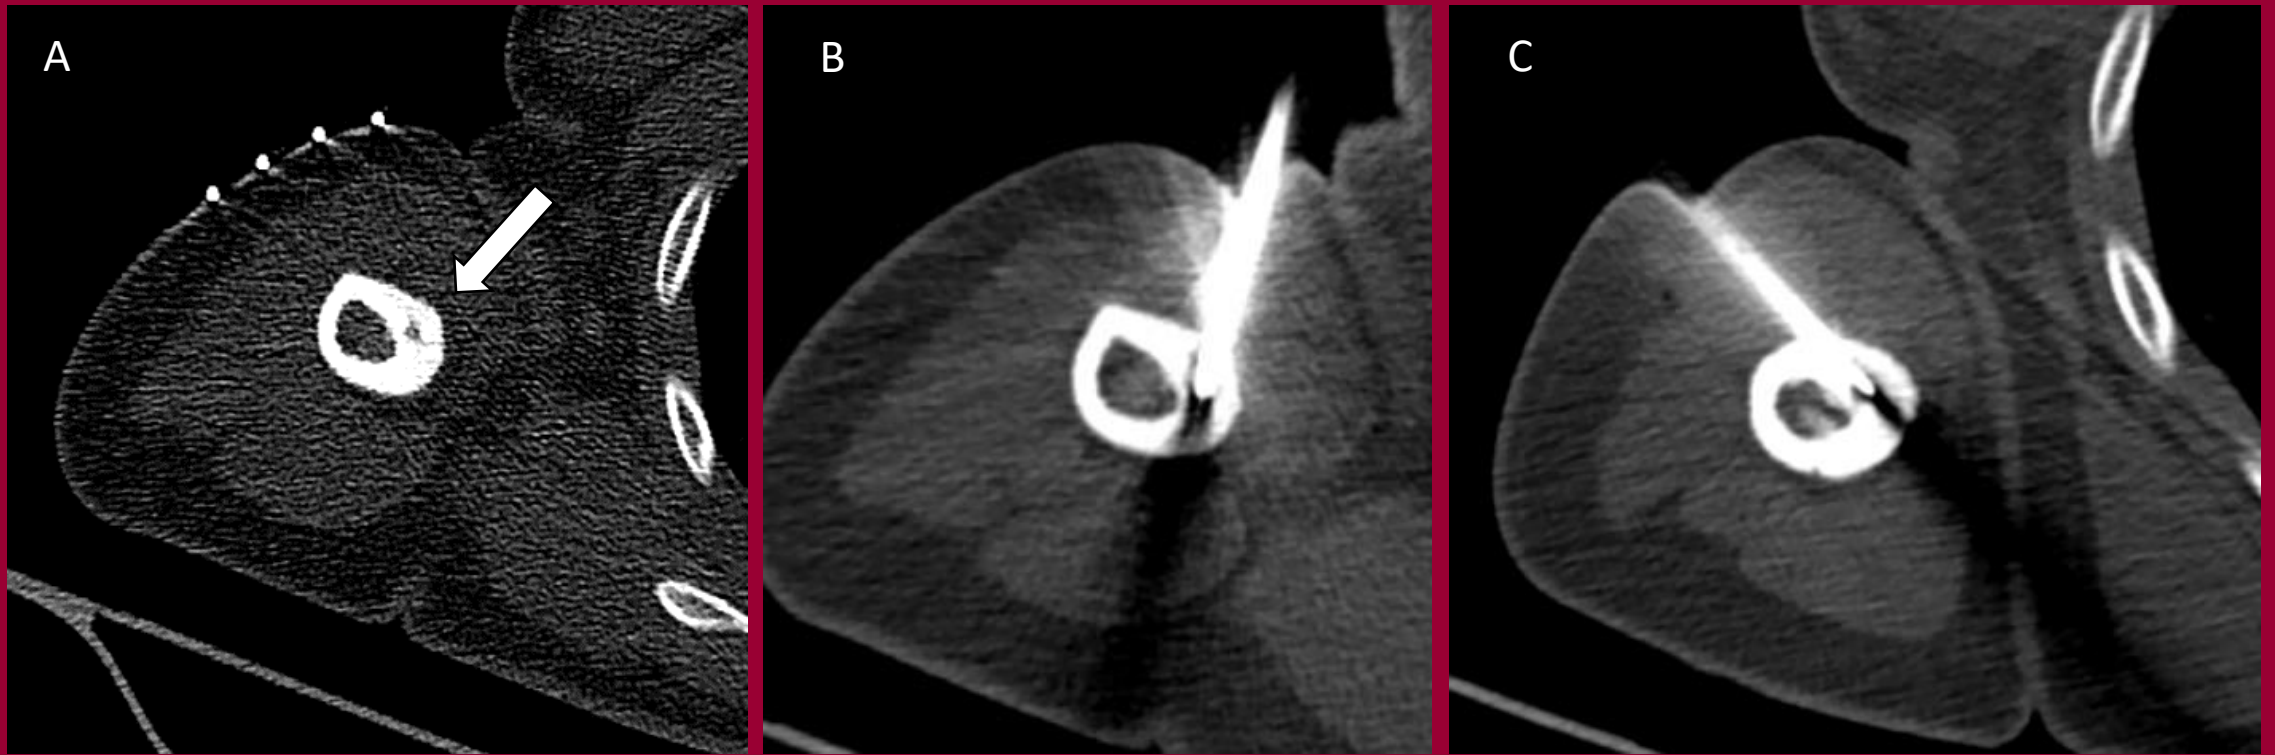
Ablación por radiofrecuencia y posterior curetaje del nido, guiada por TC. Cortes axiales en ventana ósea. (A) Nido intracortical (B) Abordaje del nido superior, y (C) Abordaje del nido inferior.
